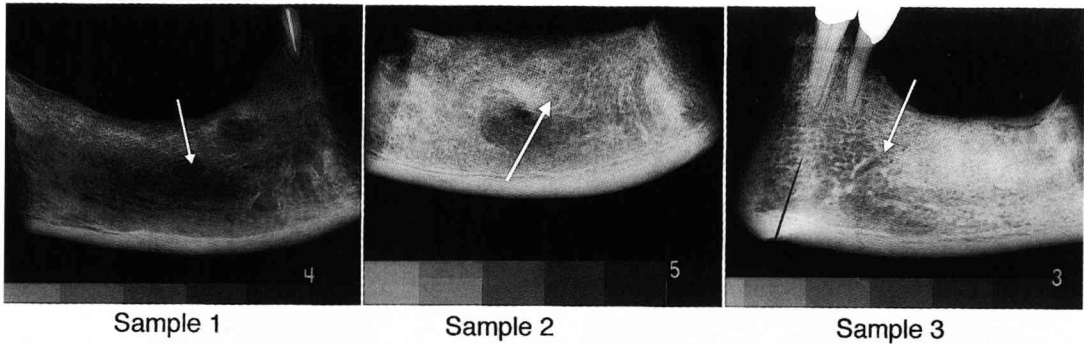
Radiography of the mandible.
